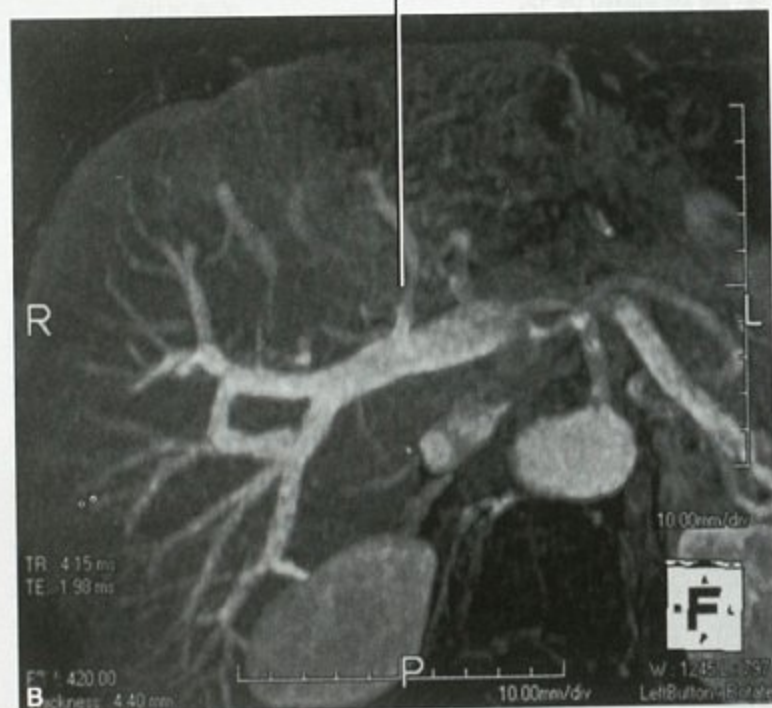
平扫 MRI 横断面脂肪抑制 T1WI (A) 和增强检查静脉期 MIP 血管重建 (B), 显示胆管癌包埋门静脉左支
